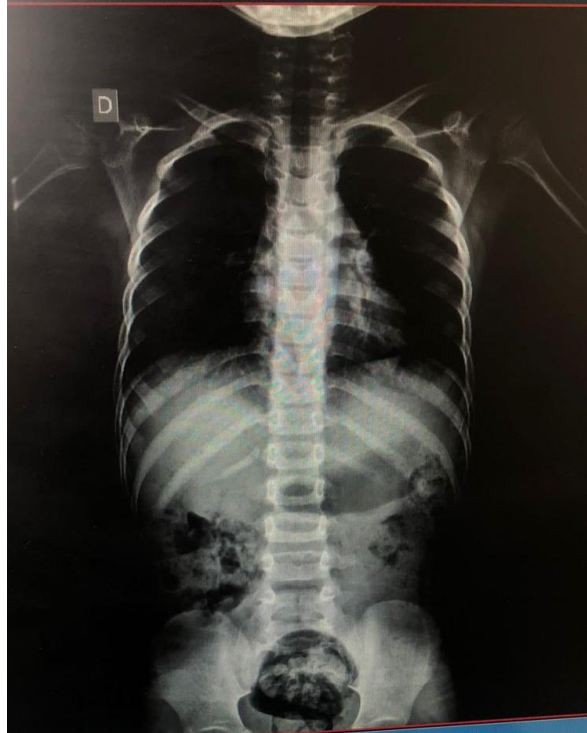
Radiografia de coluna do paciente 10 com ausência de irregularidades metafisárias, estreitamento da distância interpedicular das vértebras lombares inferiores e uma pélvis anormal com asas ilíacas pequenas e quadradas e chanfradura sacro-ilíaca
